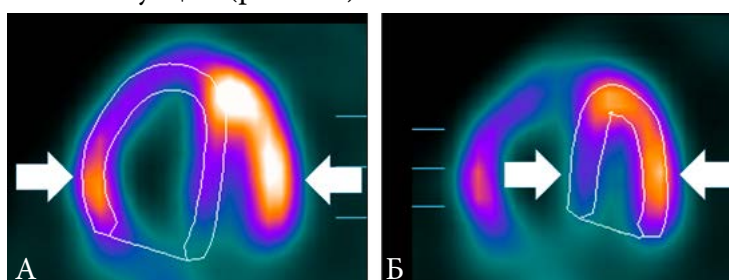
Принцип расчета параметров RV/LV и IVS/LW. А. RV/LV вычисляется как отношение интенсивности накопления РФП в свободной стенке ПЖ к интенсивности в боковой стенке ЛЖ (стрелки). Данный параметр отражает патологическое усиление включения РФП в ПЖ. Б. IVS/LW вычисляется как отношение интенсивности в перегородочной стенке к интенсивности в боковой стенке ЛЖ (стрелки). Данный параметр отражает нарушения перфузии миокарда в МЖП (например, вследствие его компрессии)
